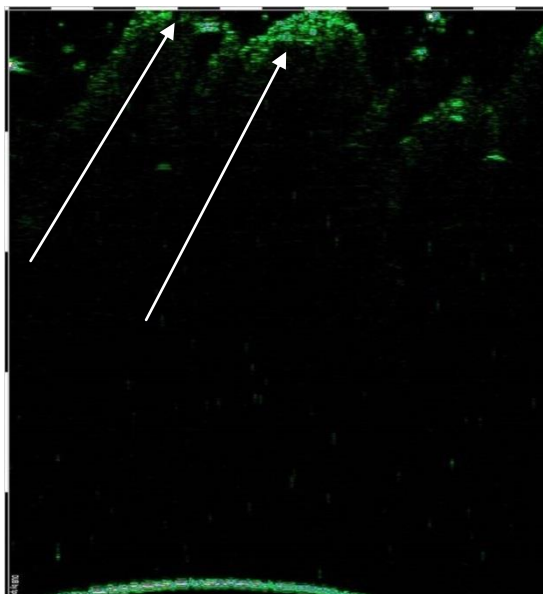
Пациентка Л., 27 лет. Сканограмма ВЧ УЗИ слизистой вульвы. 75 МГц
